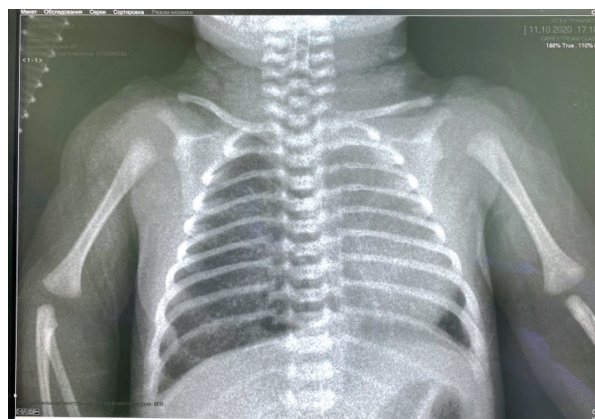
Рентгенография лёгких при поступлении.
